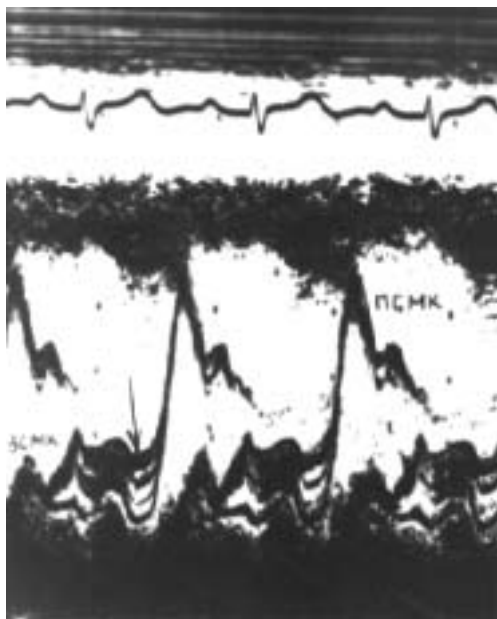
Одномерная эхокардиограмма при пролапсе митрального клапана: прогибание створок клапана в форме «знака вопроса» (указано стрелкой).
